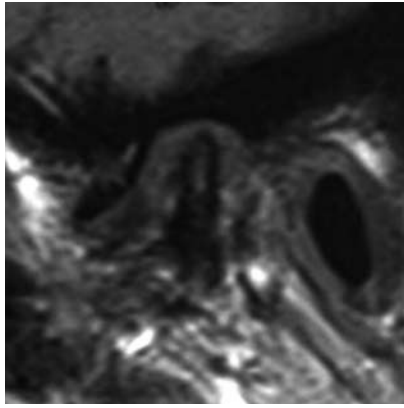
Resonancia magnética en la que se observa una disminución del tamaño de la cabeza condilar y un desplazamiento anterior del disco articular.
